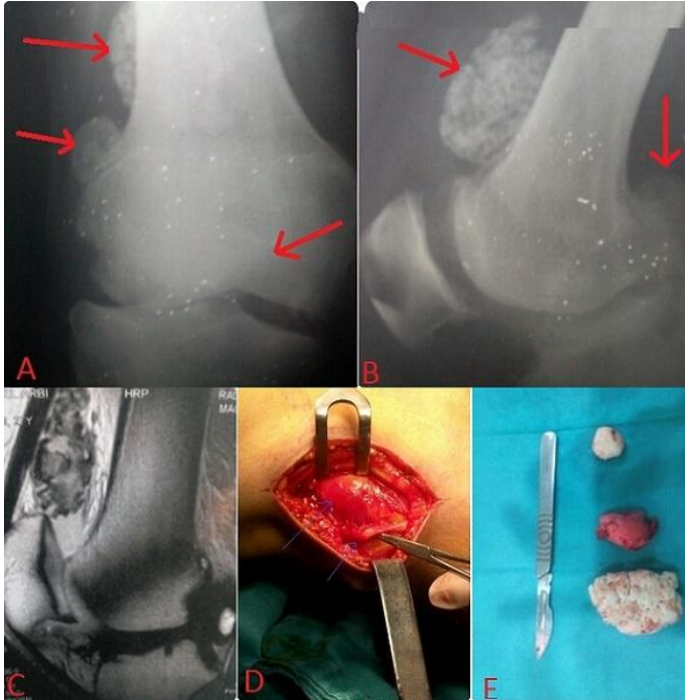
A et B) radiographies du genou montrant les ostéochondromes multiples ; C) IRM du genou confirmant la nature ostéocartilagineuse de ces lésions ; D) image opératoire montrant la compression du nerf par la masse tumorale ; E) aspect macroscopique des ostéochondromes
